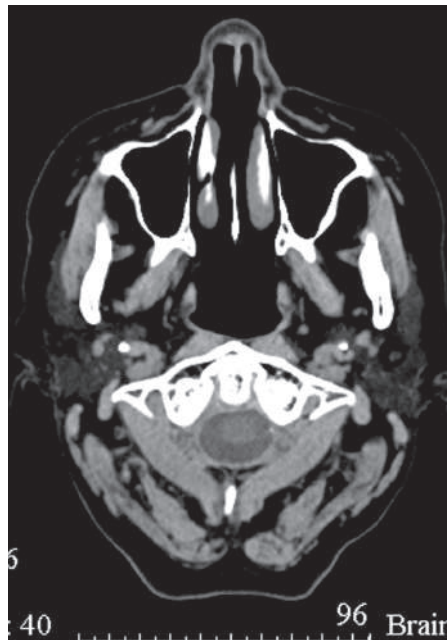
КТ пациентки, у которой ГПА проявил себя перфорацией носовой перегородки
